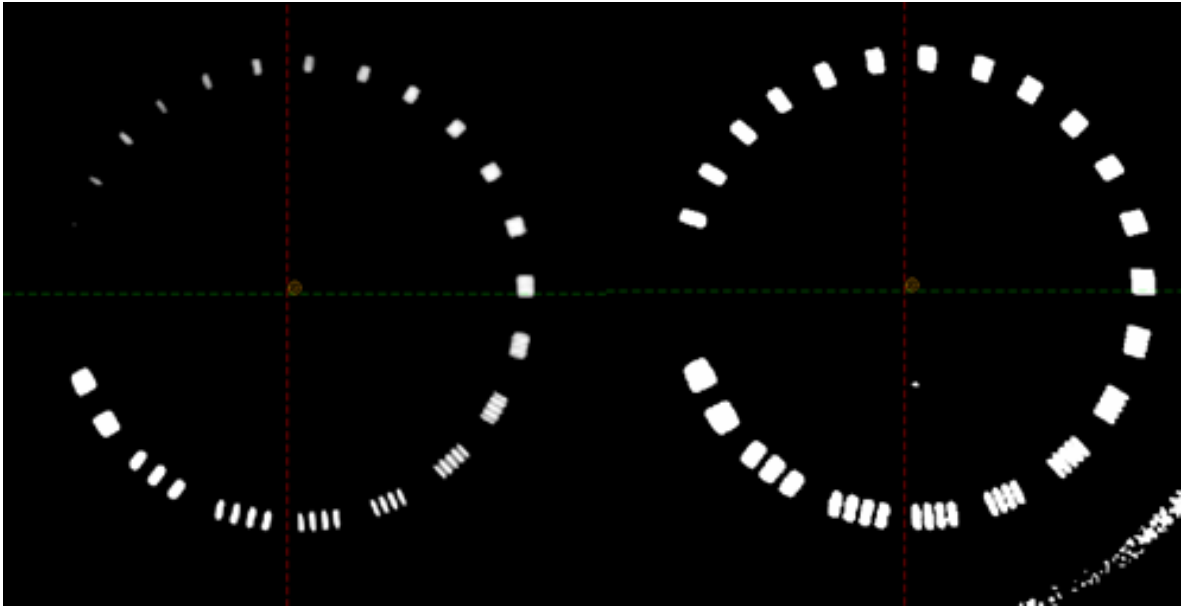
Řez při rozlišení nízkého kontrastu pro (vlevo) CT a (vpravo) CBCT
